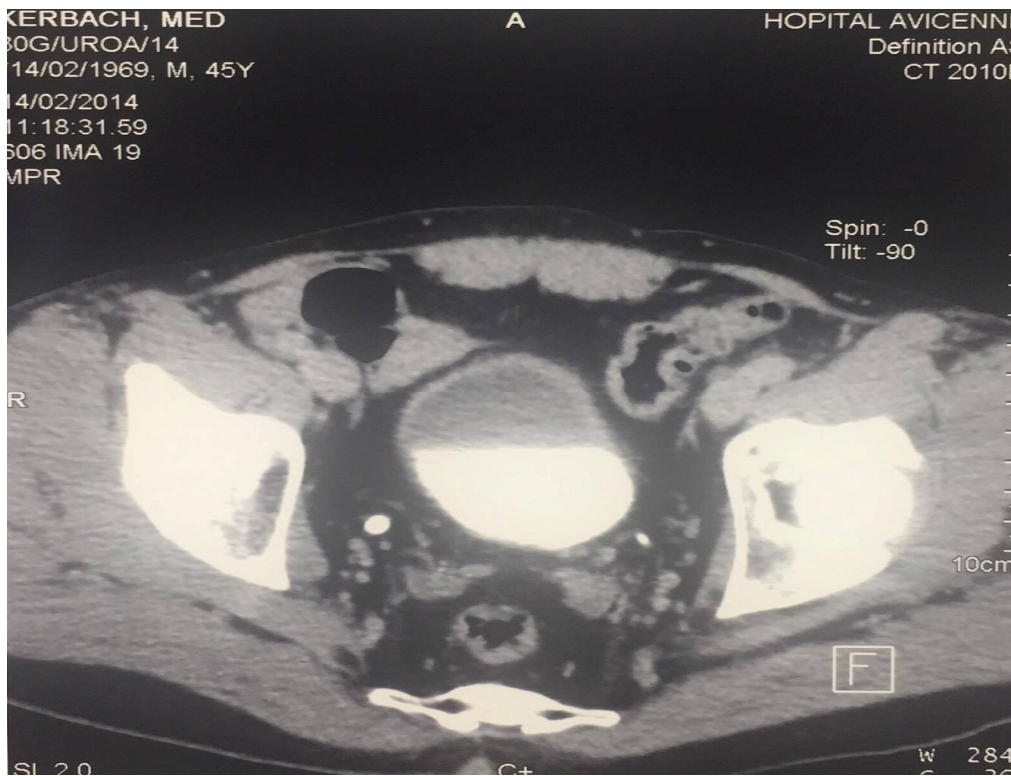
Cliché de TDM montrant un épaissement pariétal irrégulier du plancher vésical bourgeonnant en postéro-latéral gauche (Service d'urologie A CHU RABAT).
